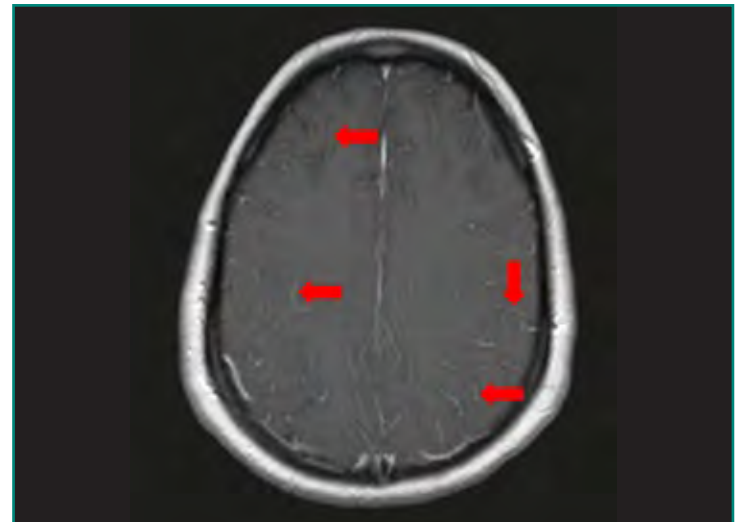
Secuencia de RM axial T1 posadministración de contraste i.v. Existe realce aracnoideo-pial entre los surcos de ambas convexidades (flechas rojas).
